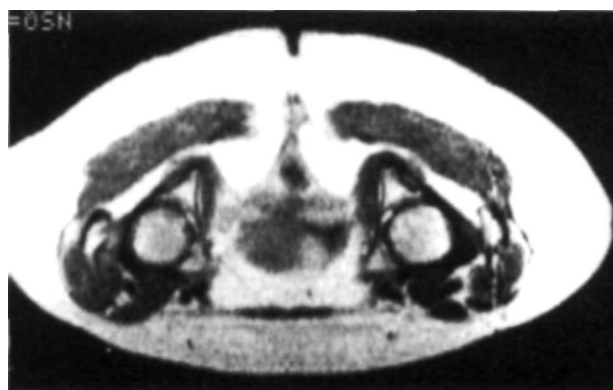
Resonancia Magnética corte axial con imagen ponderada en T2 en la que se aprecia similar intensidad y forma simétrica de ambas cabezas femorales.
